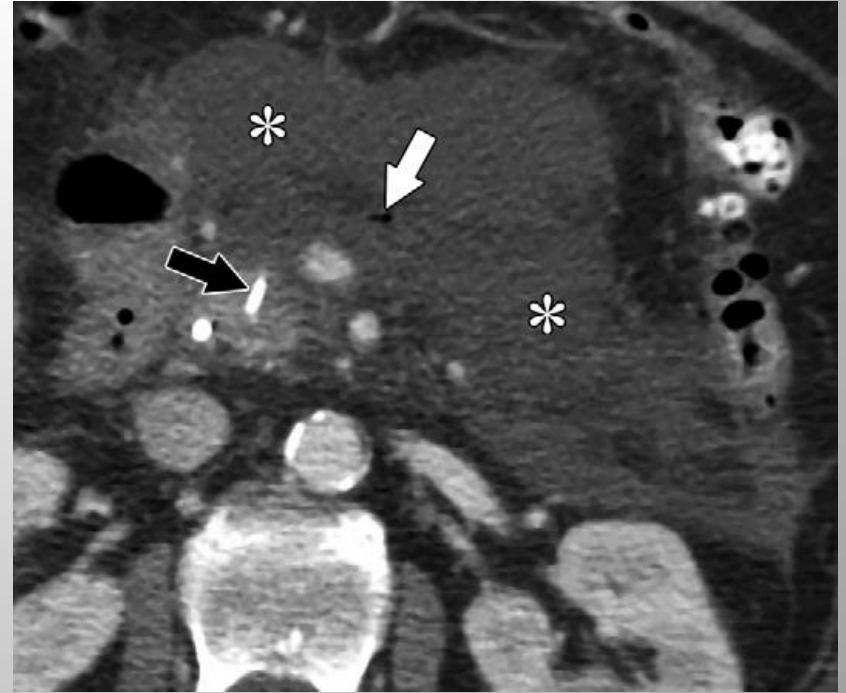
Imagen axial de TC con contraste obtenida 3 semanas después del inicio de la enfermedad que muestra necrosis del cuello, cuerpo y cola del páncreas (*), así como necrosis peripancreática. Un pequeño foco de gas (flecha blanca) en el conducto pancreático en el cuerpo pancreático necrótico es secundario a la colocación reciente de un stent en el conducto (flecha negra) y, por lo tanto, no representa un ANC infectado.
